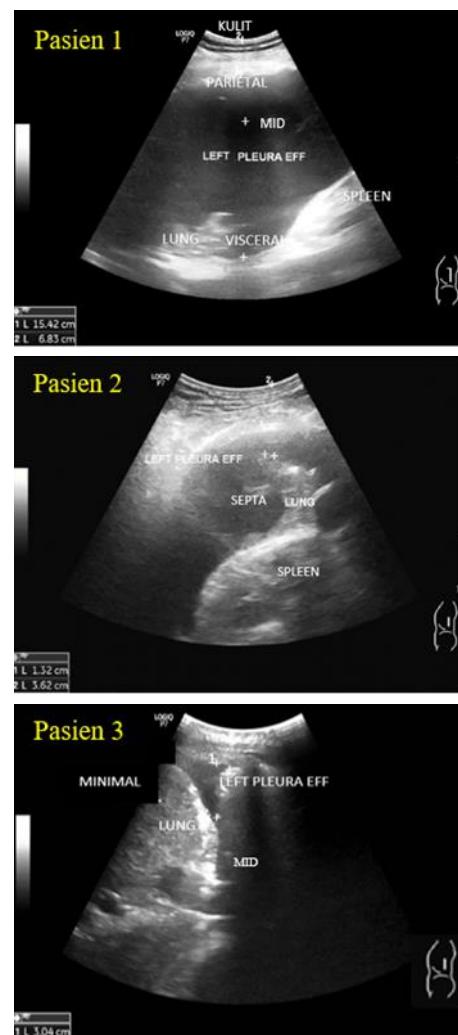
Pemindaian USG Thorax Marker ketiga pasien
